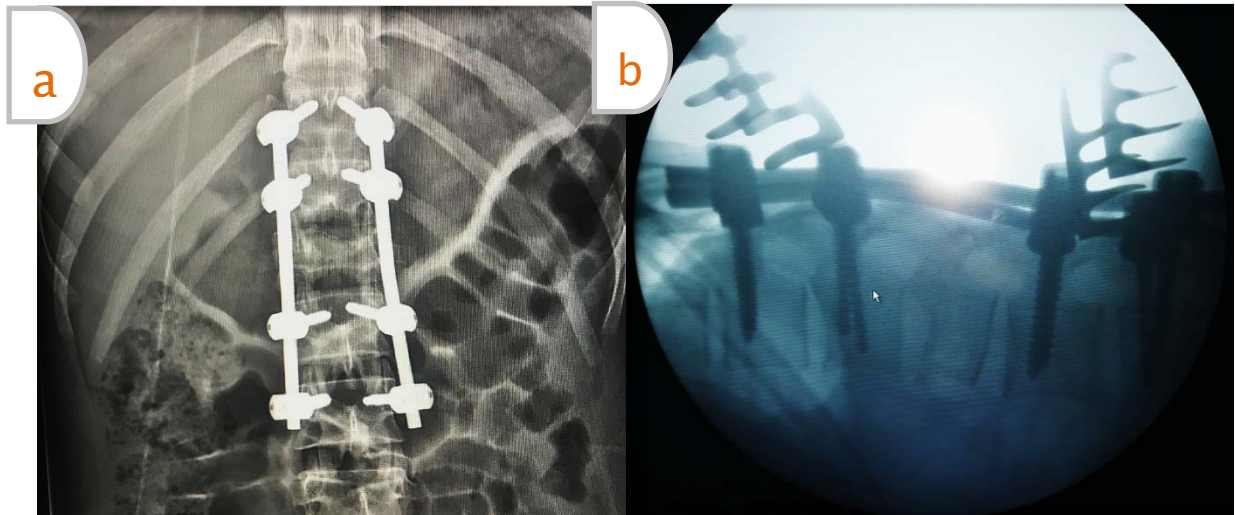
Radiographie post-opératoire face du RDL de face (a) et de profil (b) montrant une ostéosynthèse montage long de L1 (04 vis pédiculaires en D11 et D12 ; 04 vis pédiculaires en L2 et L3 ; 02 tiges)
